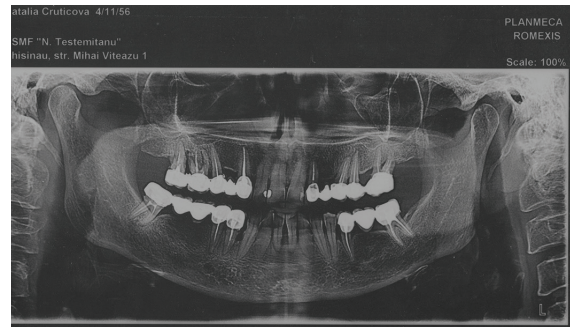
Ortopantomograma pacientei N înainte de tratament
